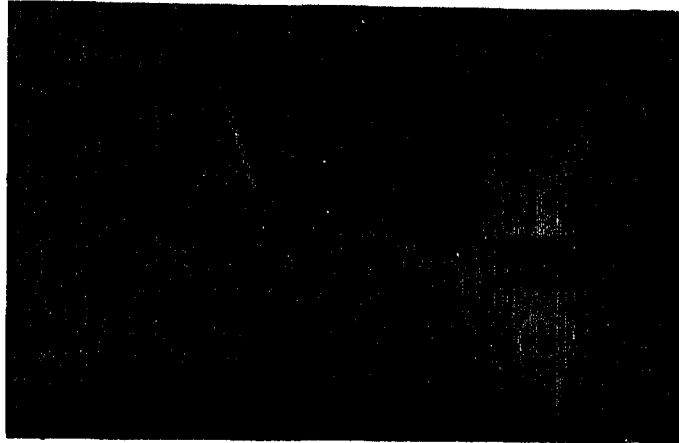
c : 112 aylık izleme sonunda kontrol grafisi. Klinik sonuç çokiyi , radyolojik sonuç iyi olarak değerlendirildi.
